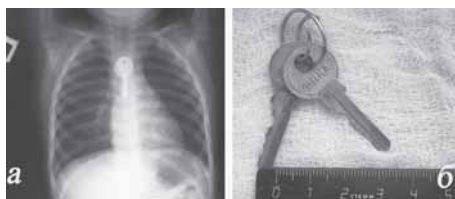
а – рентгенограмма органов грудной клетки в прямой проекции - определяется тень инородного тела металлической плотности (ключ) на уровне Th4 – Th6; б – удаленное инородное тело из пищевода в виде двух ключей, соединенные между собой кольцом.
